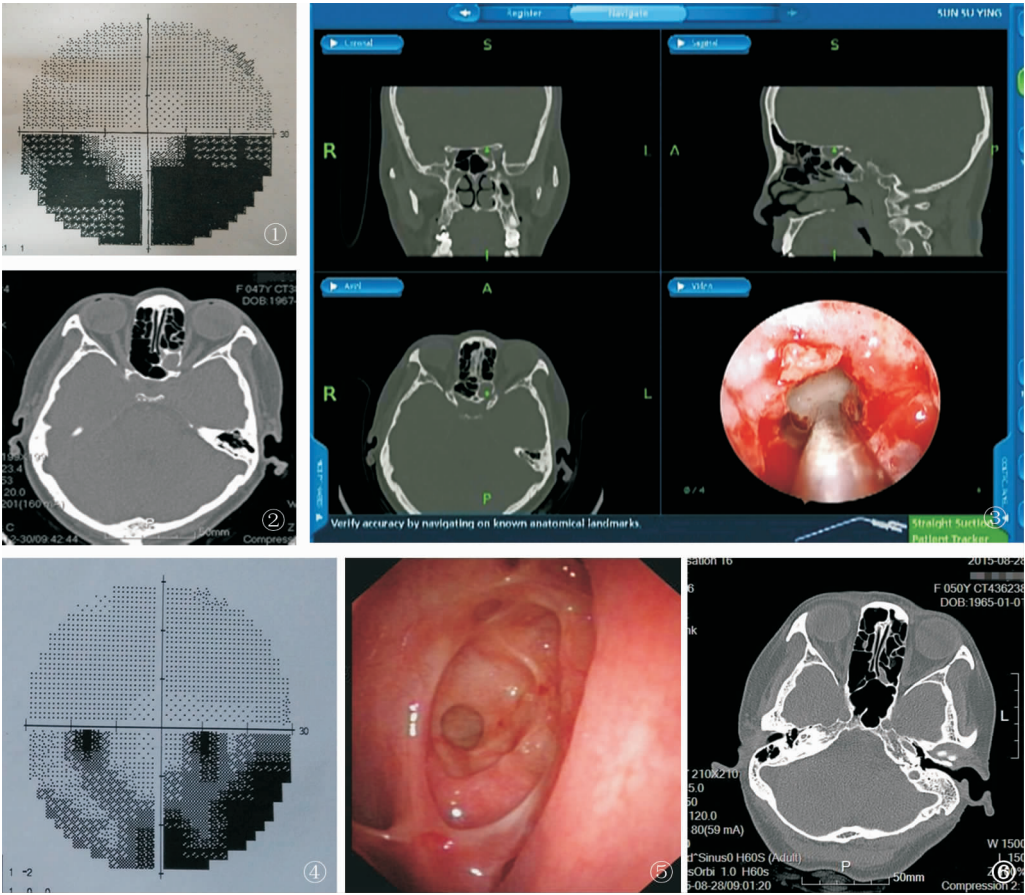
术前左侧视野 图2 术前鼻窦CT 图3 导航指示病变位置(鼻窦CT中绿色斑点为探查器械在术中位置) 图4 术后1个月左侧视野复查 图5 术后8个月电子鼻咽镜复查 图6 术后8个月鼻窦CT复查
